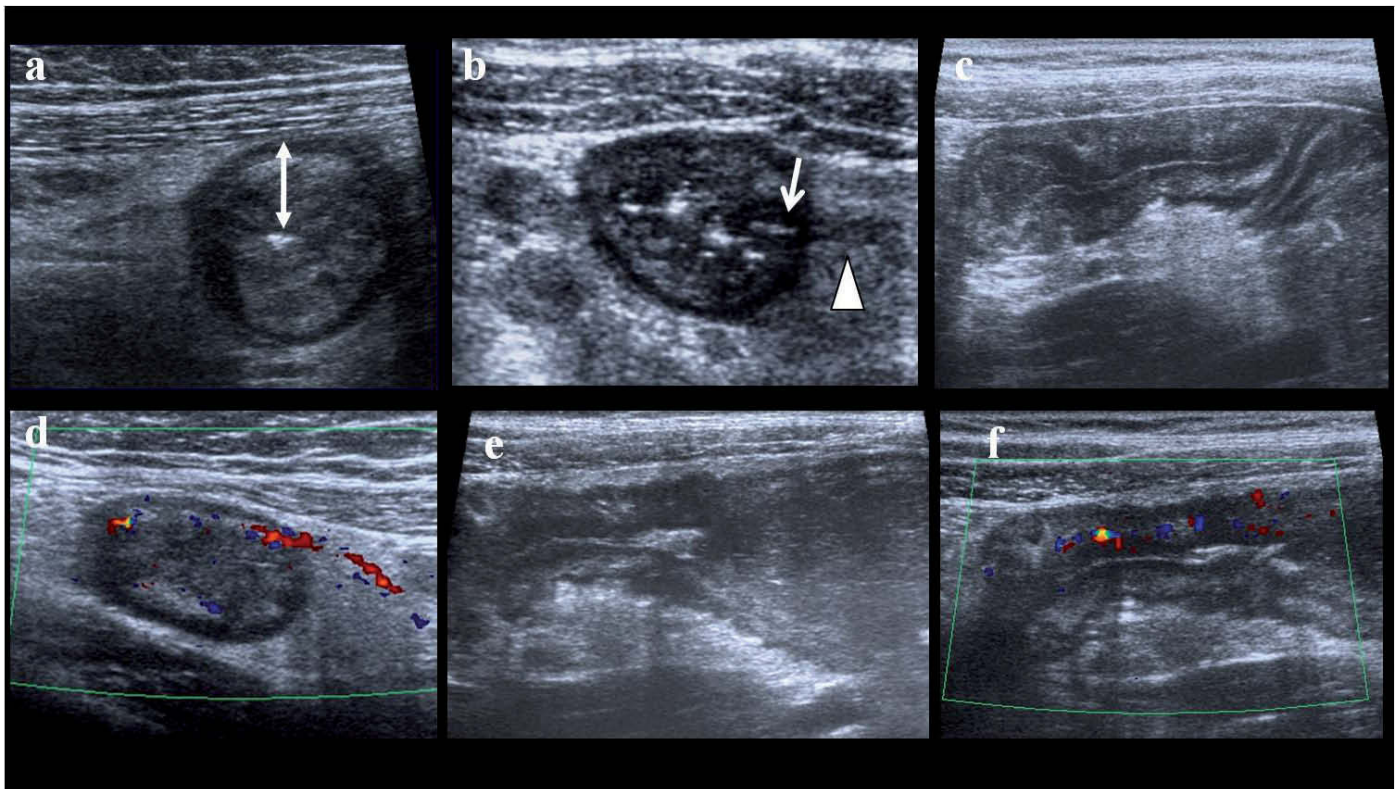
Hallazgos ecográficos de enfermedad de Crohn. A) Imagen en "ojo de buey": engrosamiento de la pared, con la luz reducida a un punto ecogénico central y pérdida del patrón en capas. Proliferación fibrograsa rodeando el asa. B) Ulceración profunda (flecha blanca) y sinus tract en la grasa mesentérica (cabeza de flecha). C) Espiculaciones y retracción de la pared con angulación del asa. D) Ingurgitación de los vasos mesentéricos (vasos rectos) por la hiperemia inflamatoria. E) Estenosis con dilatación preestenótica. F) Estudio Doppler del caso anterior que muestra el origen inflamatorio, con hiperemia, de la estenosis.
